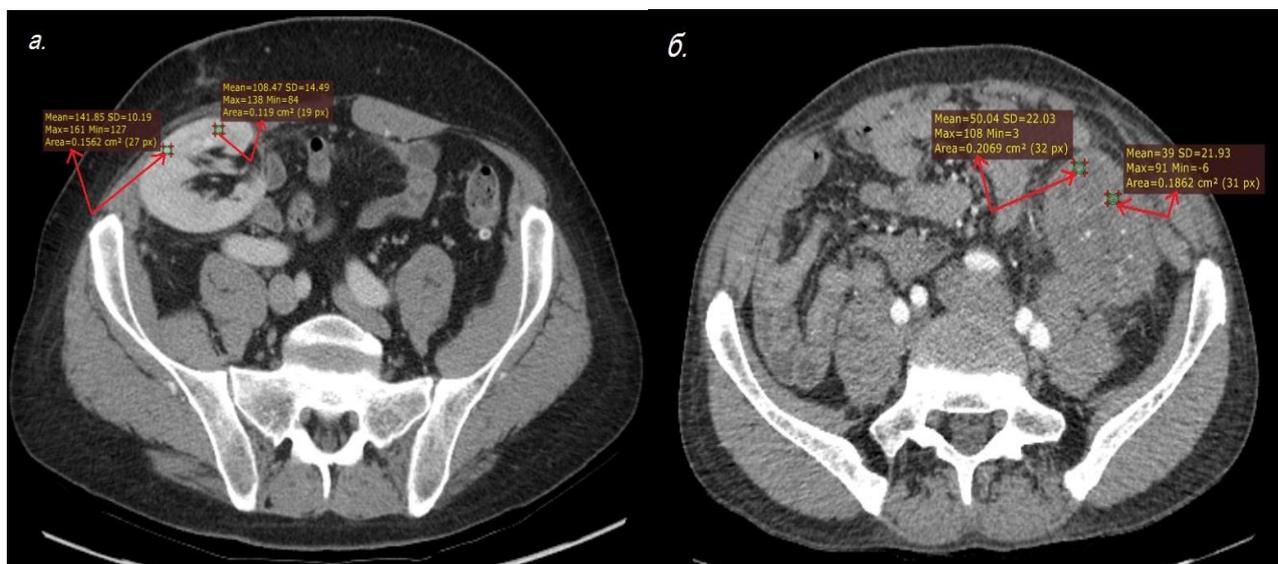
а) нативная фаза при проведении компьютерной томографии органов брюшной полости в первой группе;
